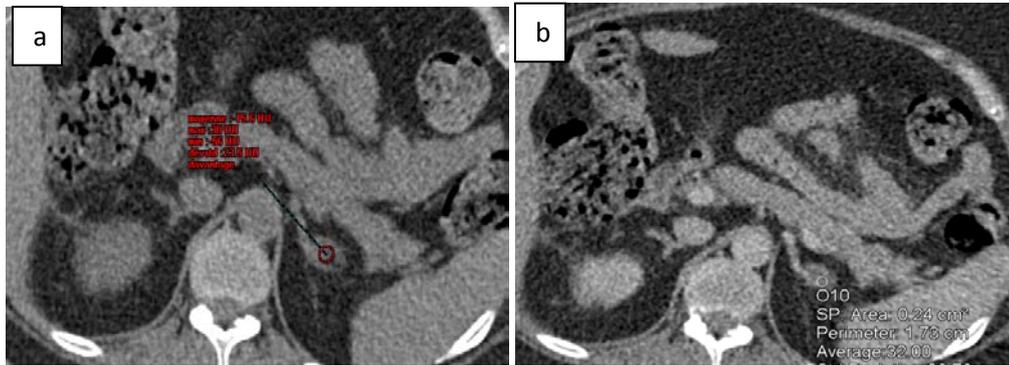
TDM en faveur d'un adénome surrénalien chez une femme de 70 ans
